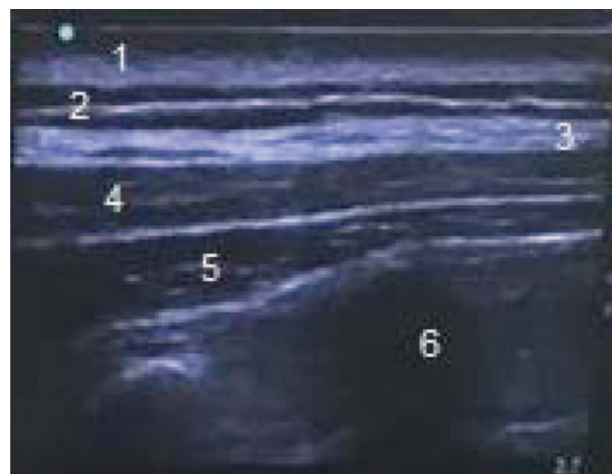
Imagen ultrasonográfica de bloqueo ESP.
